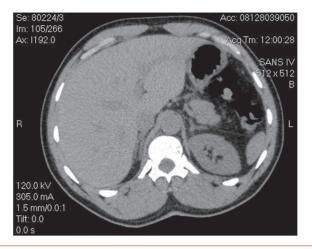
TDM abdominal : hyperplasie bilatérale des surrénales.
